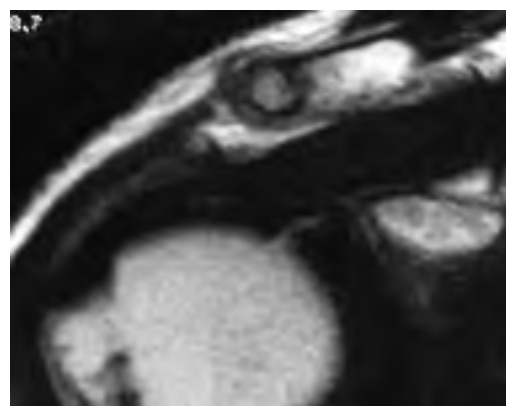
RM amb signes degeneratius i una petita lesió subcondral a l'extrem distal de la clavícula amb edema de parts toves.
